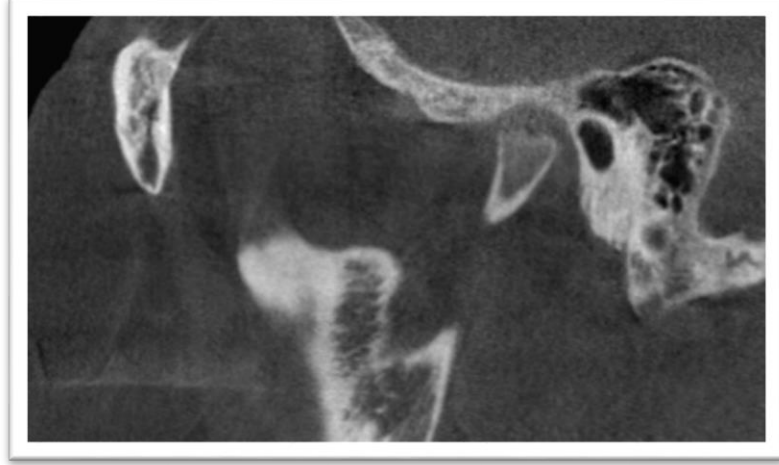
Kondilde sklerotik alanın sagital ve koronal kesit CBCT görüntüsü
